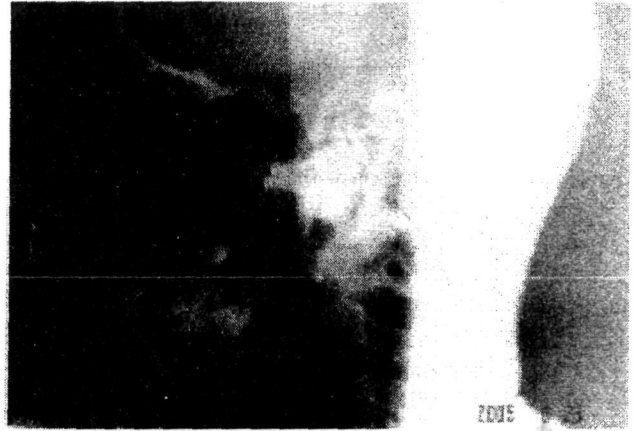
Боковая телерентгенограмма пациента С.
